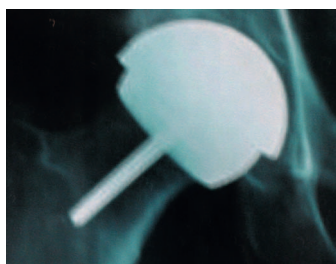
Röntgenbild einer BHR
